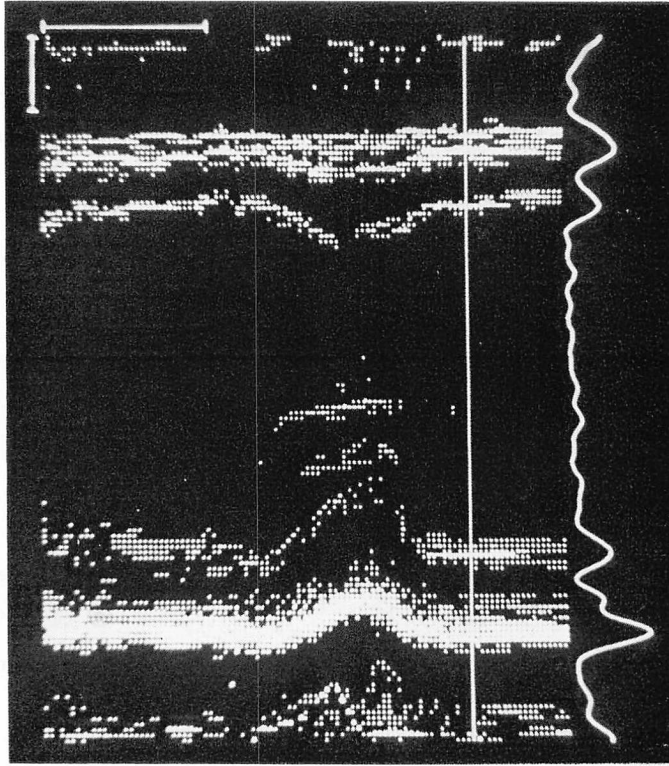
An example of M-mode echocardiogram displayed on CRT.
